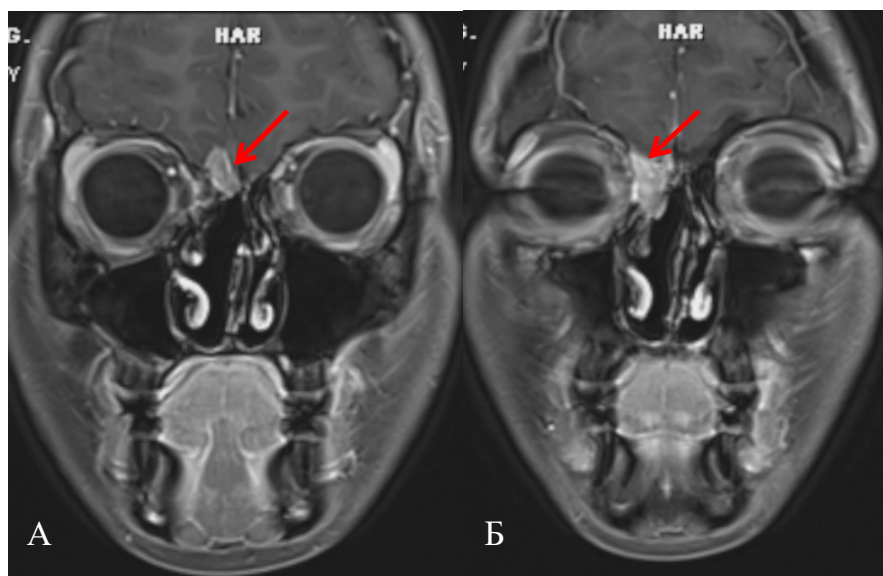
Пациент Р., 17 лет. МРТ основания черепа. Диагноз: Эстезионейробластома правой половины носа. T3N0M0, стадия III. Стадия по Kadish-Morita — «С». Рецидив эстезионейробластомы. Стрелками обозначена опухоль распространяющаяся в полость черепа
